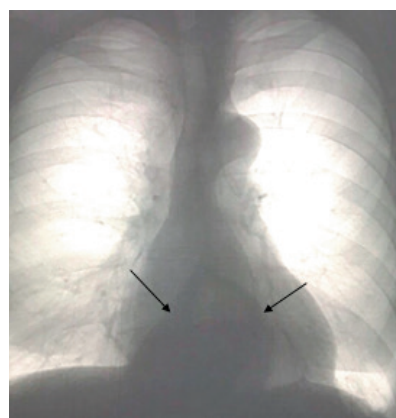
Мужчина, 50 лет. Рентгенпризнаки грыжи пищеводного отверстия диафрагмы: газовый пузырь на фоне сердечной тени, с горизонтальным уровнем жидкости в нём. Органы дыхания без видимой патологии
